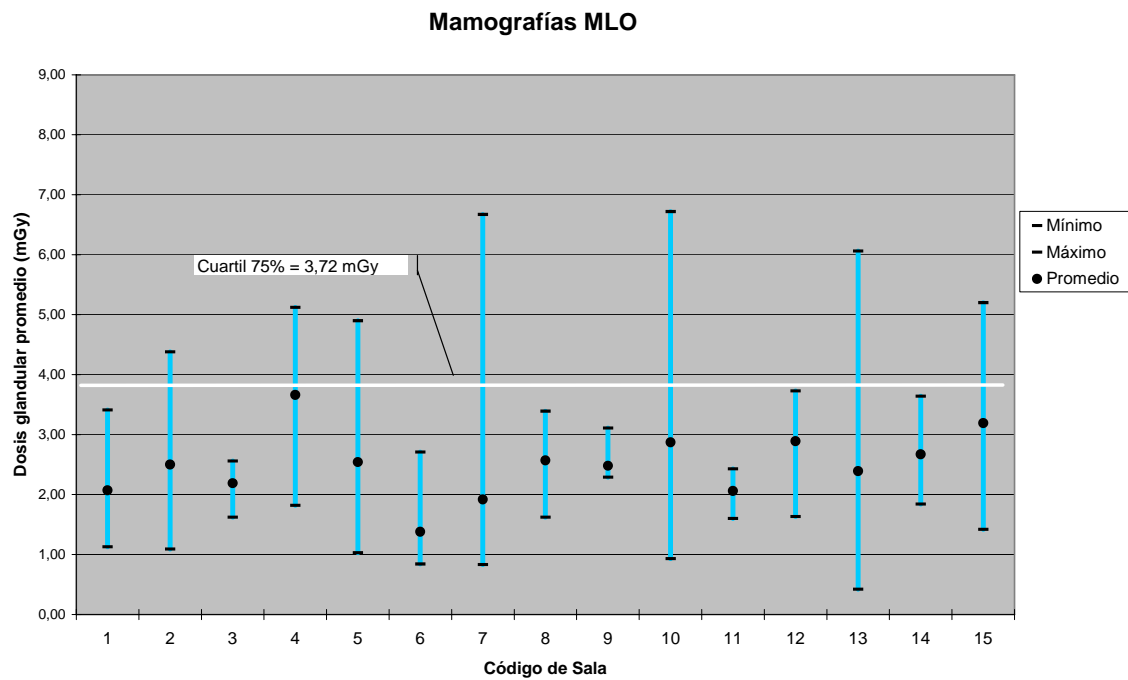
DOSIS GLANDULAR PROMEDIO, mGy PARA RADIOGRAFÍAS DE MAMA MLO POR SALAS
